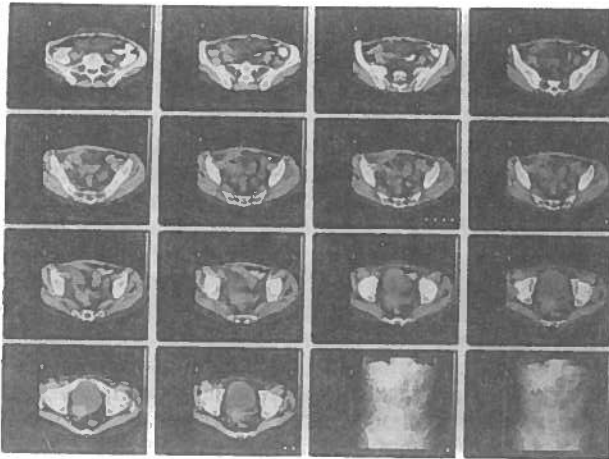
TAC abdominal pélvica.
